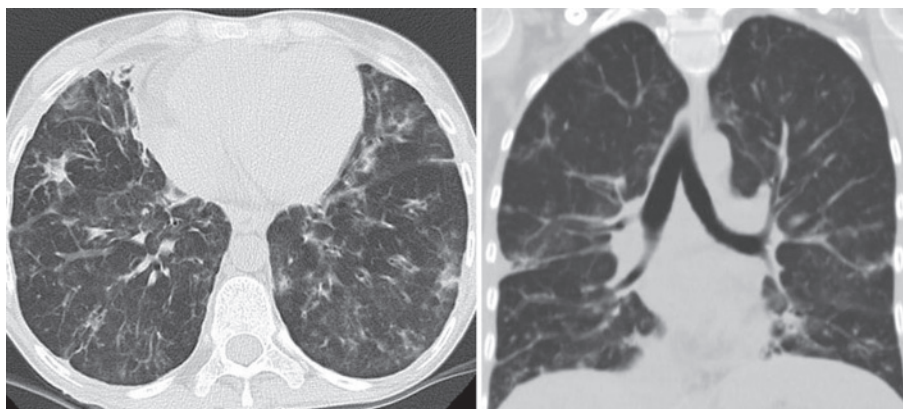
КТ-картина інвазивного аспергілозу легень.
